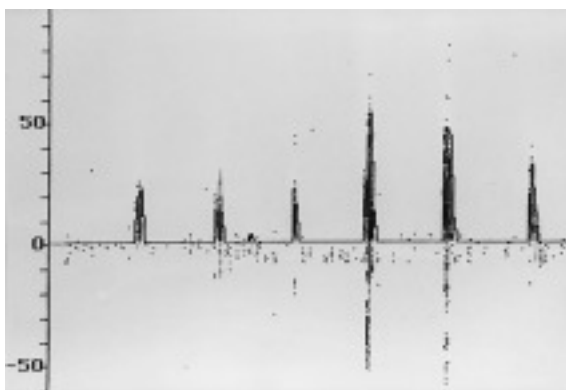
La imagen muestra un sonograma demostrativo de la existencia de un patrón de espigas sistólicas aisladas correspondiente a un estadio tardío de cese circulatorio.
